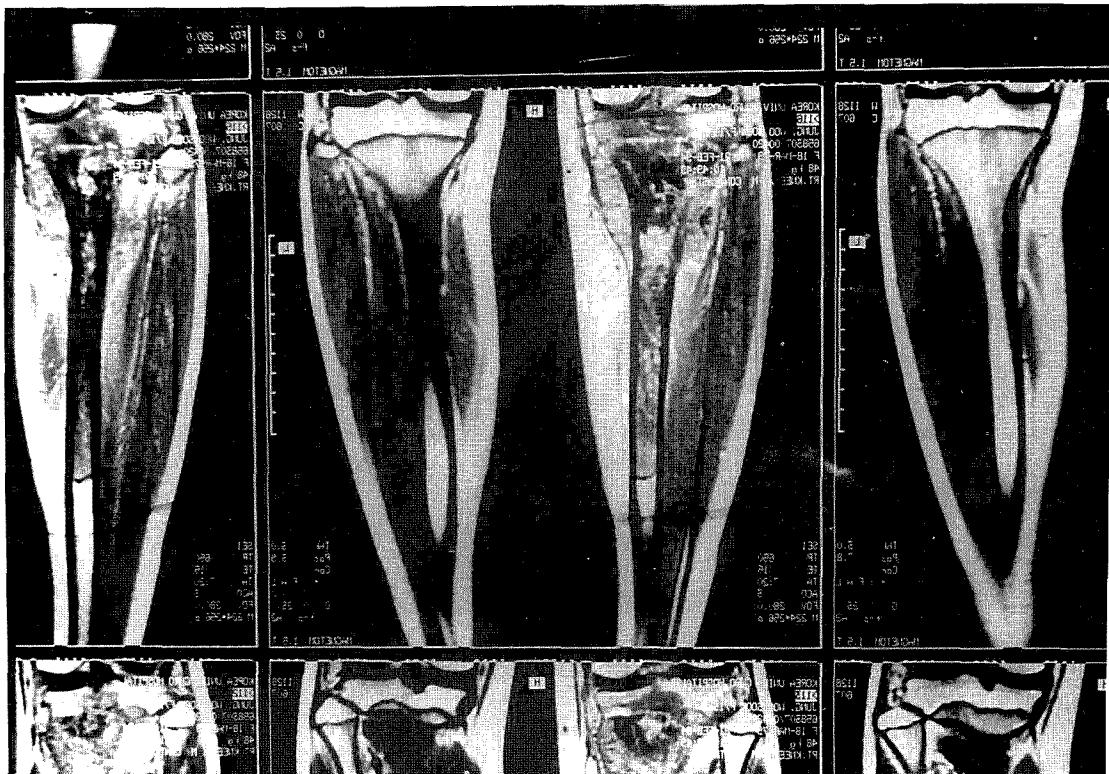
Magnetic Resonance Image shows tumor mass in the proximal right tibia with cortical disruption and soft tissue extension(Enneking stage Ⅱ B).
